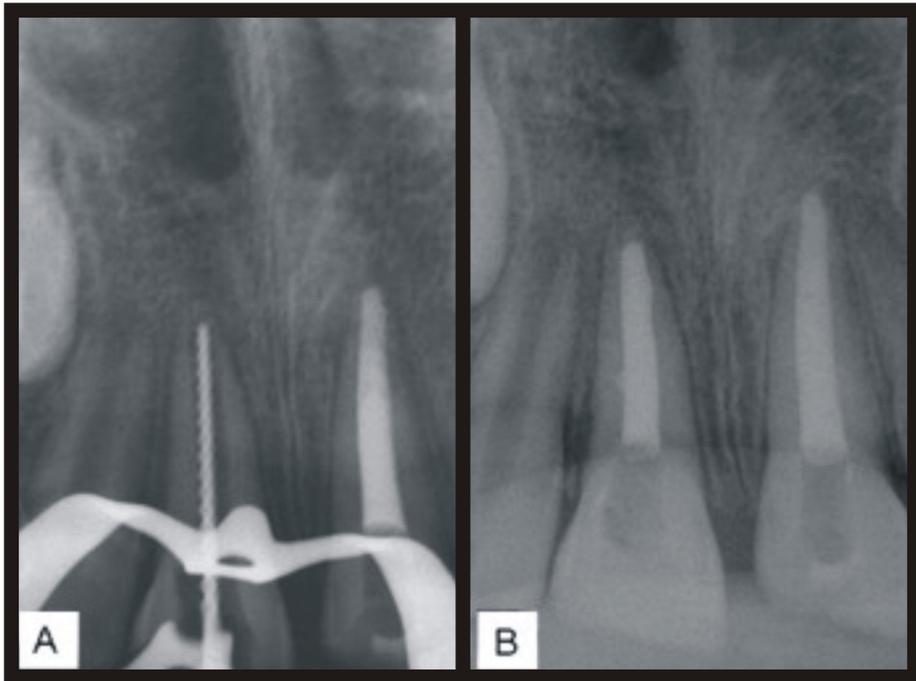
Radiografia inicial dos dentes 11 e 21; 1B. Preenchimento dos canais radiculares com pasta a base de hidróxido de cálcio após instrumentação.
